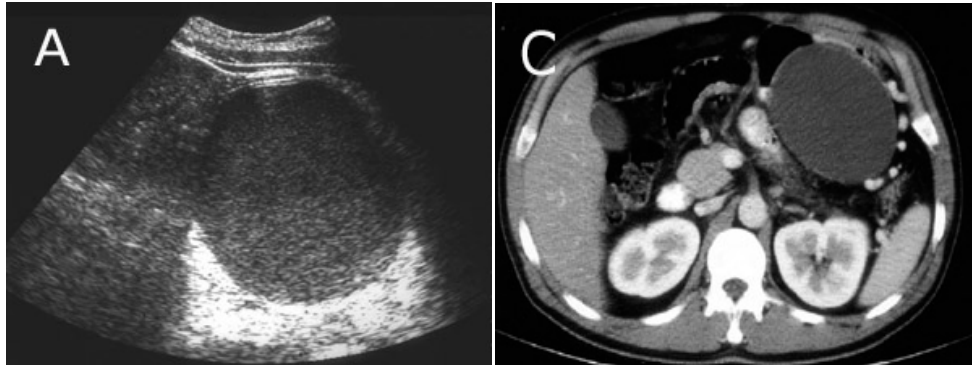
A- Ecografía abdominal: masa quística en el epigastrio en la cuarta semana después de una pancreatitis aguda grave. Hay refuerzo posterior pero el contenido es ecogénico a diferencia del caso anterior. Esto puede deberse a hemorragia o infección. La clínica del paciente orientaba a un cuadro infeccioso. B- TAC de abdomen: masa quística, bien delimitada, encapsulada en el saco menor que se ve idéntica a un pseudoquiste no infectado.
